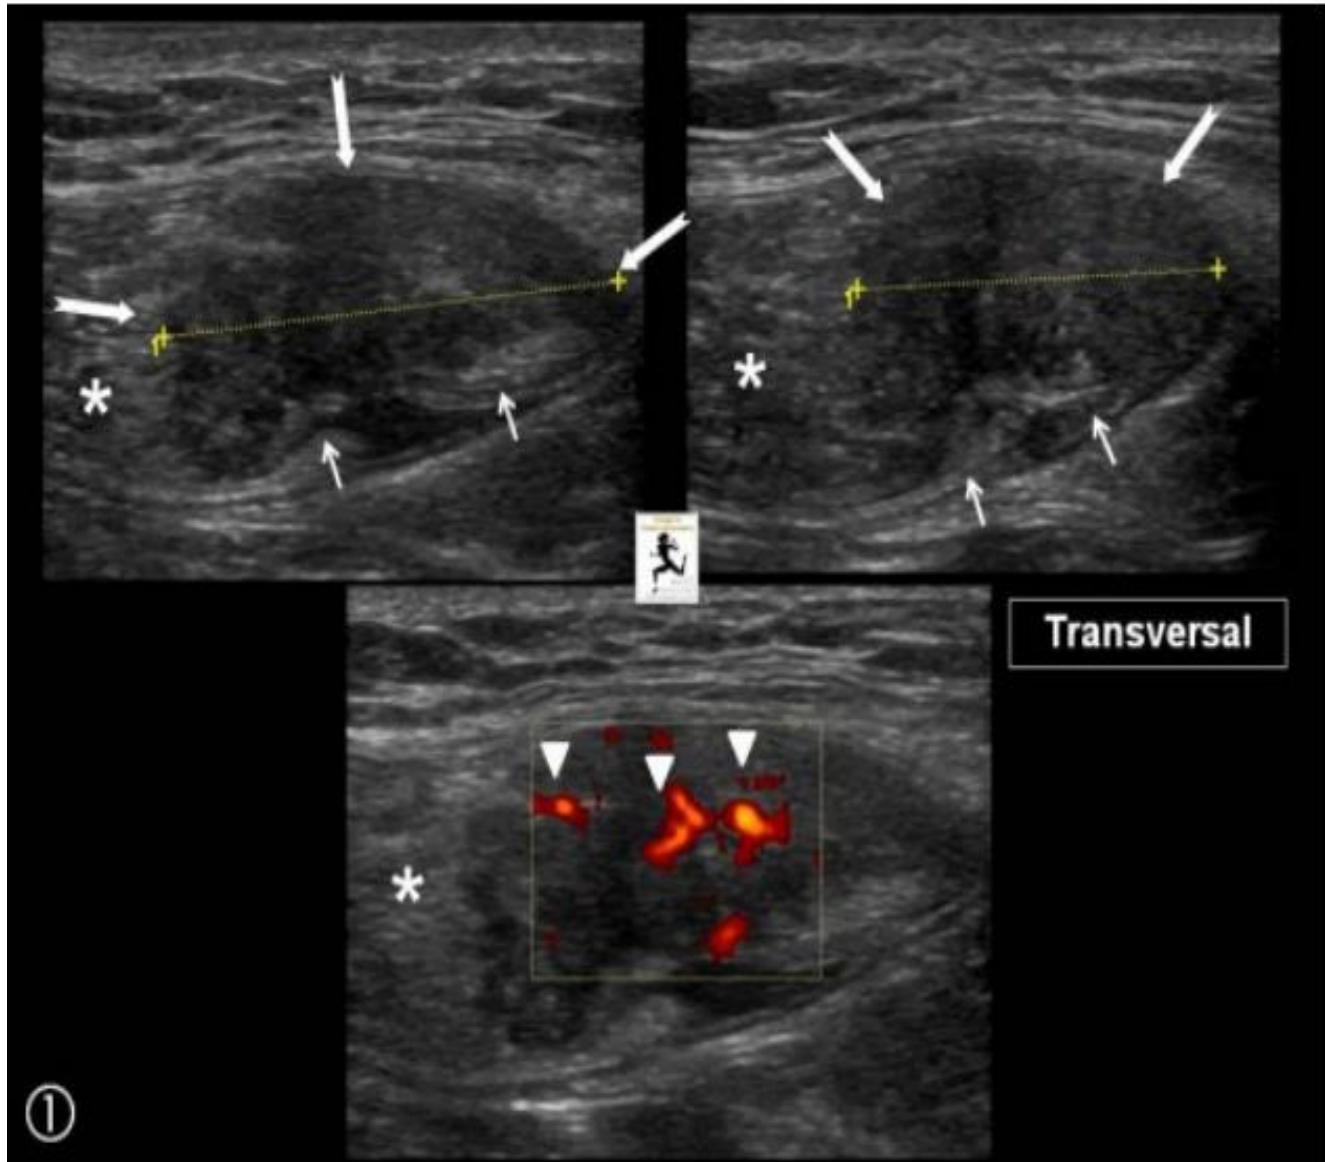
Échographie abdominale montrant une masse (flèches blanches) mesurant 19 x 15 mm accolé à l'aponévrose postérieure au sein du muscle droit de l'abdomen (*) gauche. en rapport avec une tumeur desmoïde apparue chez une femme de 32ans quelques mois après sa 2 eme grossesse. Notez la zone fibreuse postérieure (petites flèches blanches) et les contours flous et lobulés par endroits. (Iconographie du centre d'imagerie ostéo-articulaire, clinique du sport, Bordeaux-France)
